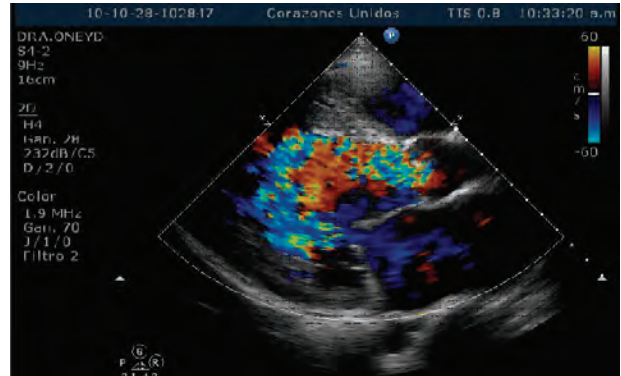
Ecocardiograma transtorácico en vista de eje largo de un paciente de 20 años con insuficiencia aórtica moderada-severa y con jet profundo en el ventrículo izquierdo. VI: ventrículo izquierdo, AO: aorta, AI: aurícula izquierda.
